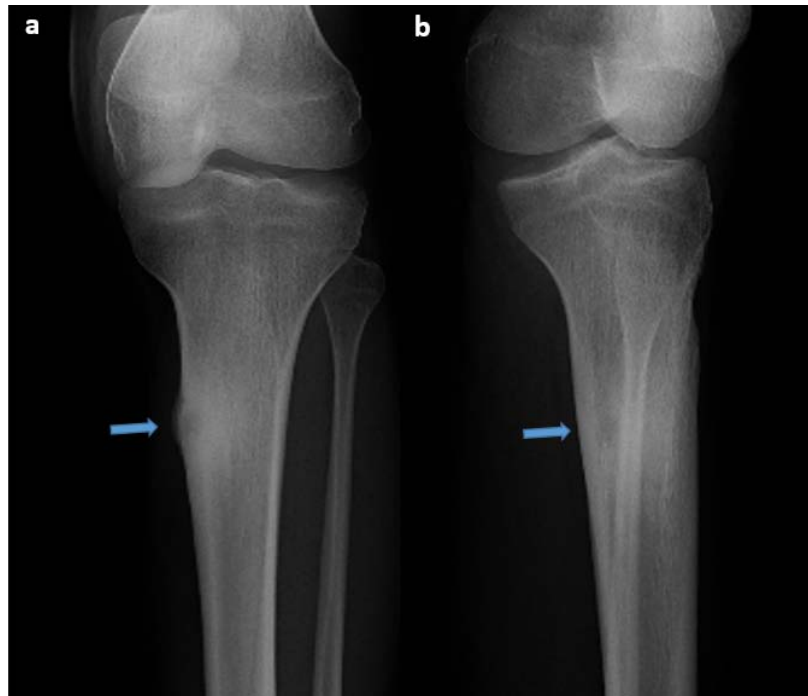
Radiographie de la jambe gauche de face (a) et de profil (b): Ostéome ostéoïde sous périosté. Petite image lacunaire sous périostée, de siège métaphyso-diaphysaire associée à une importante sclérose périphérique (flèches).
